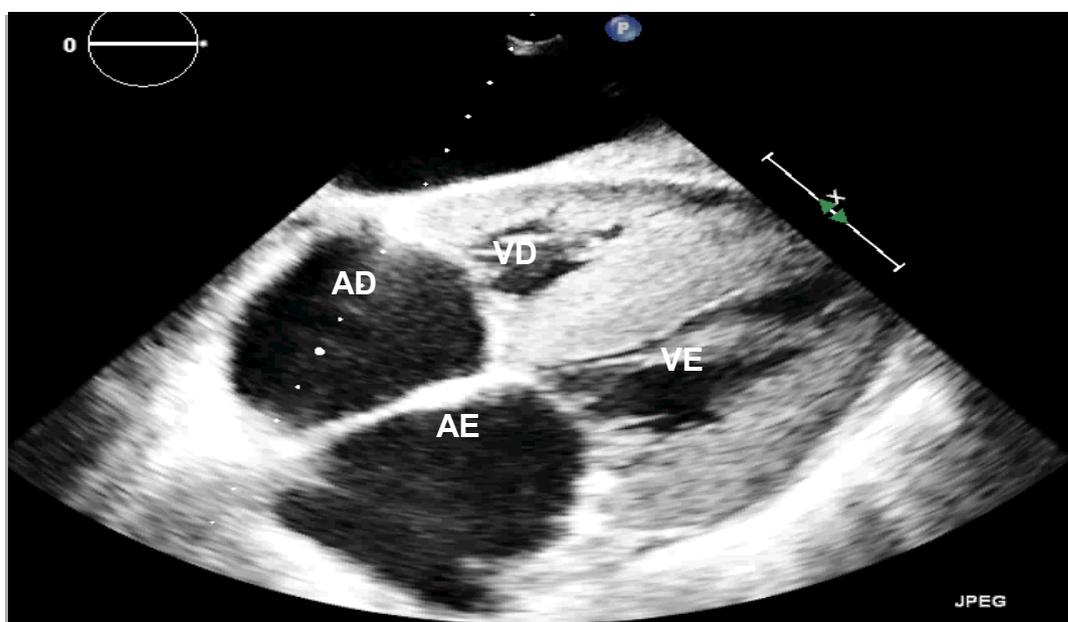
Ecocardiograma em projeção subcostal demonstrando aumento da espessura do septo interatrial e aumento biatrial. VE: ventrículo esquerdo; VD: ventrículo direito. AD: átrio direito; AE: átrio esquerdo.
